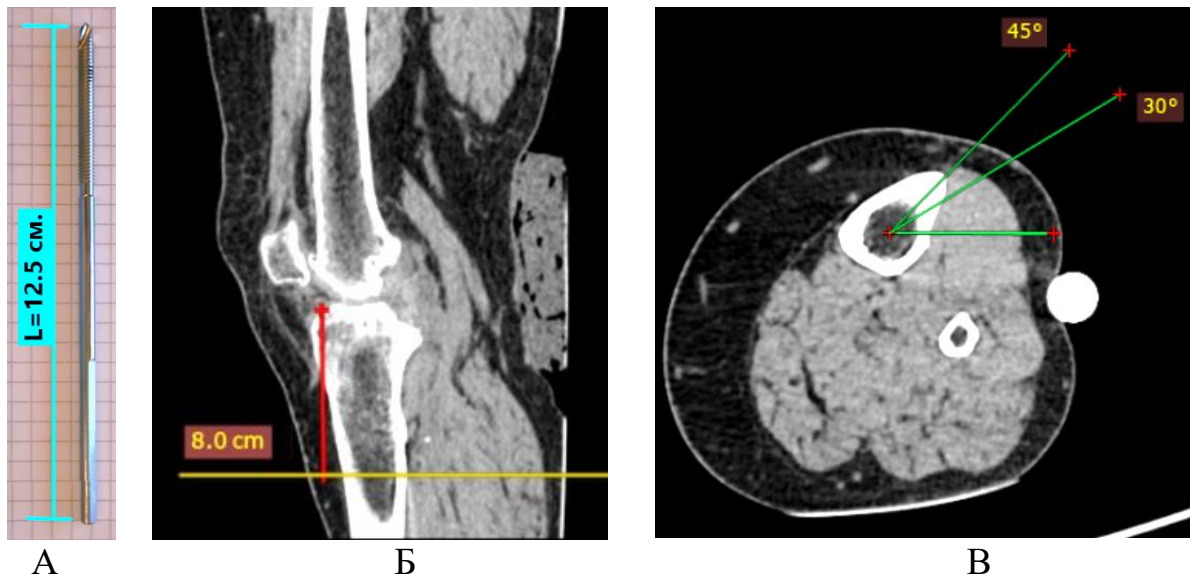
КТ коленного сустава: А – пин; Б - сагиттальная проекция (уровень проведения пина); Б – аксиальная проекция (сектор проведения пина)
